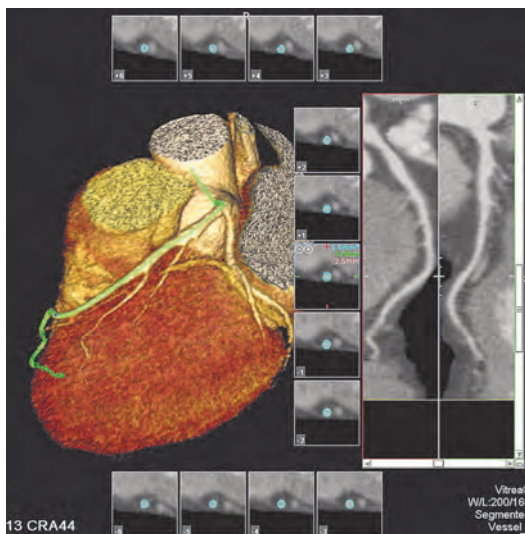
Мультиспиральная компьютерная томография (трехмерное изображение левой коронарной артерии и ее ветвей; норма).
